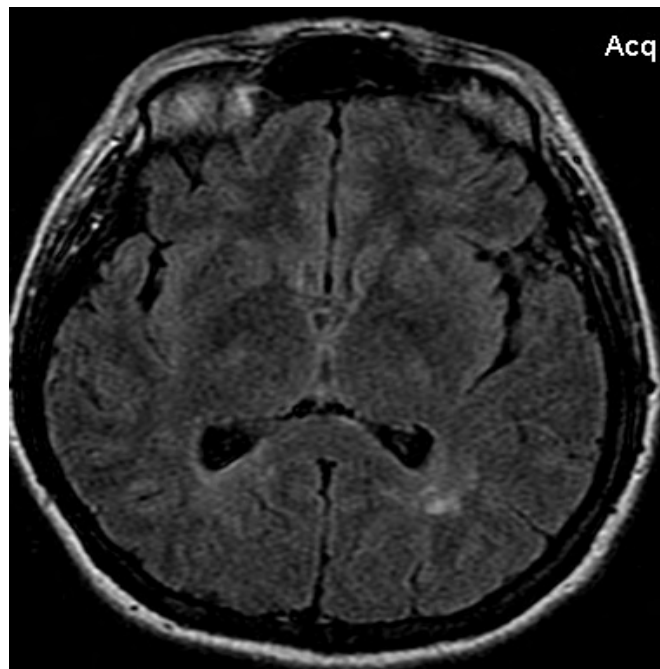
Аксиальна МР-томограма у послідовності T2 FLAIR пацієнтки Л., 28 р. Мігрень без аурі із частими нападами. Поодинокі вогнища у білій речовині лівої скроневої частки.
